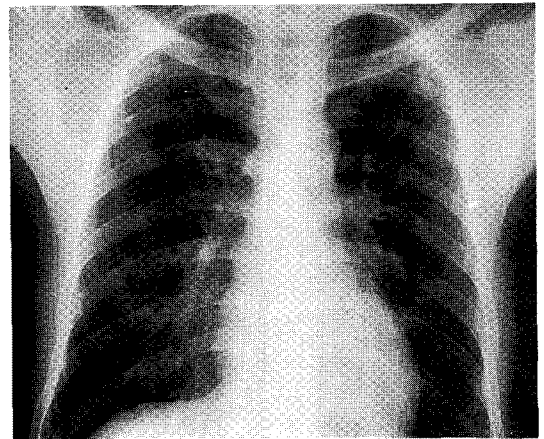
On 12th hospital day, chest radiographs shows nearly resolved infiltrates.
